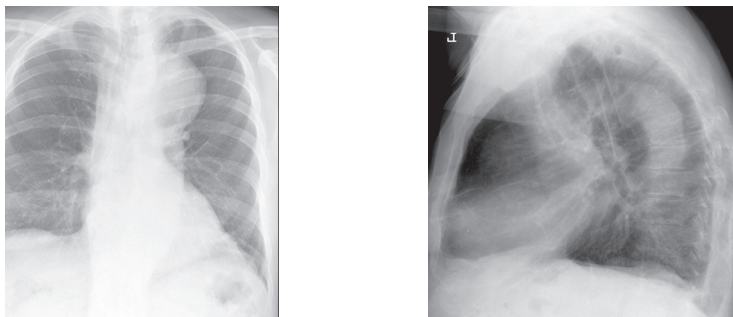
Рентгенограммы аневризмы грудного отдела аорты
